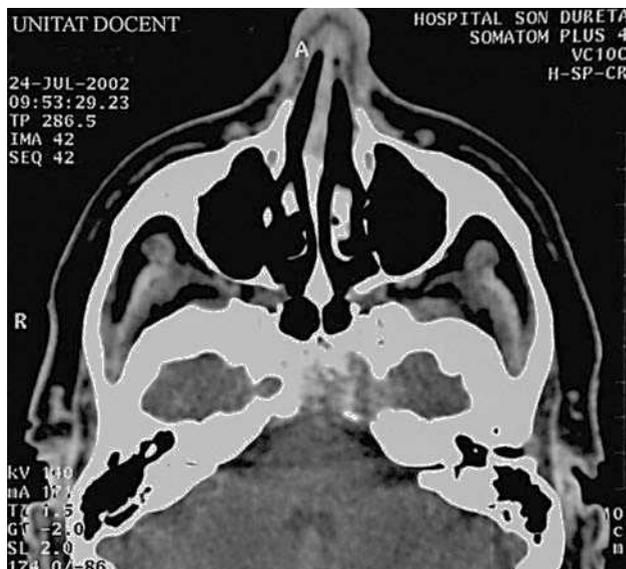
Tomografía computarizada craneal sin contraste. Se observa la erosión ósea a nivel del clivus.
